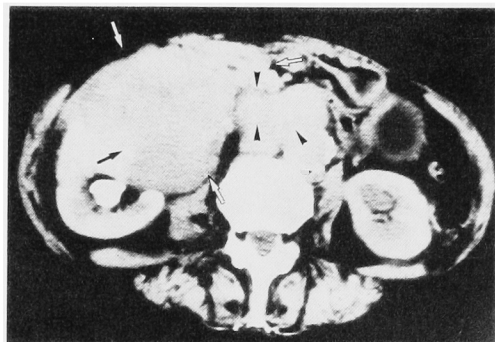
Computerized tomography of Case 1 before treatment shows a tumor of "direct invasion" pattern to the right kidney (arrows), and swelling paraaortic lymphnodes (arrowheads)
